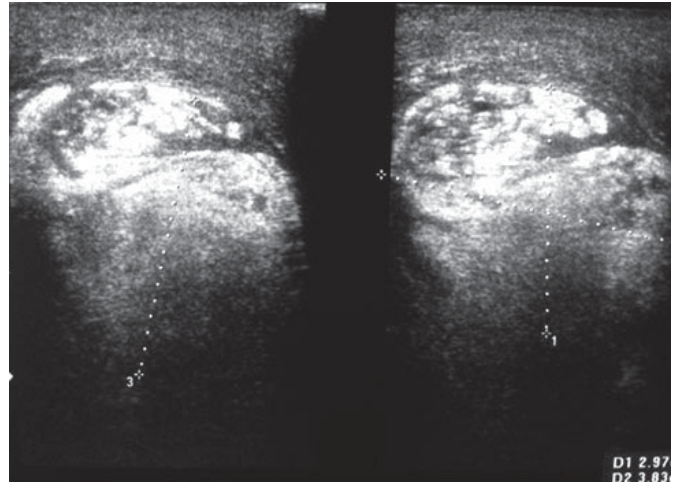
Ultrasonido testicular con presencia de imagen heterogénea intraescrotal.
